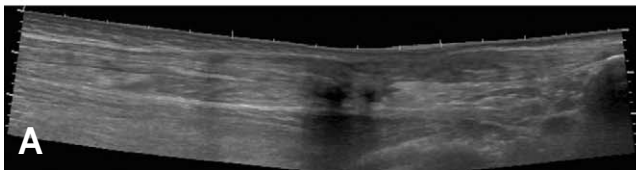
Ultrasonograph shows the tear and gap formation of Achilles tendon.
